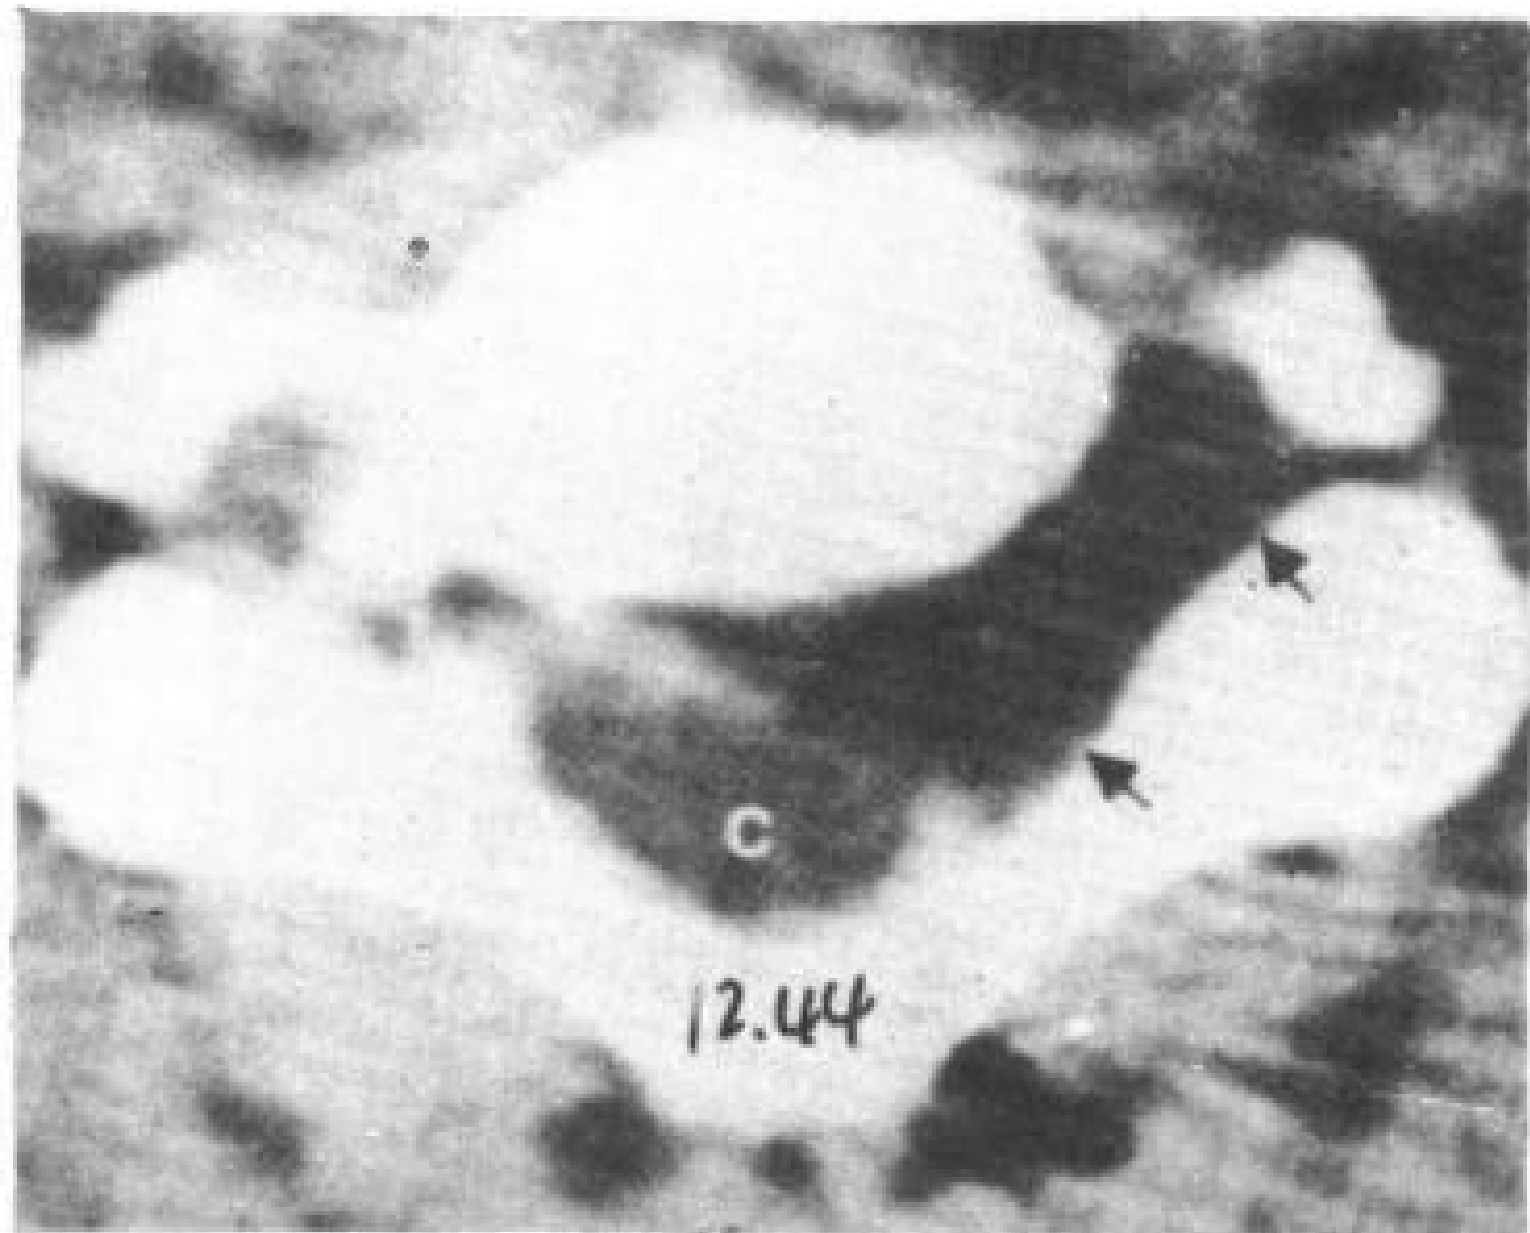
脊索瘤。18 岁，女，颈和左肩疼痛 2 年。增强 CT 扫描显示 C<sub>4</sub>~C<sub>5</sub> 硬膜外肿块 (↑)，密度明显低于椎间盘。脊髓 (C) 移位。
